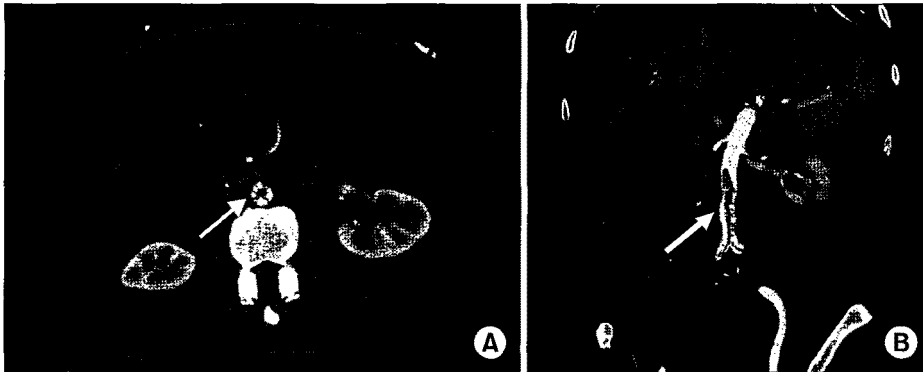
Preoperative CT angiography shows intraluminal spider weblike structures (arrow) in the infrarenal abdominal aorta and both common iliac arteries. ((A): axial view, (B): coronal view).
